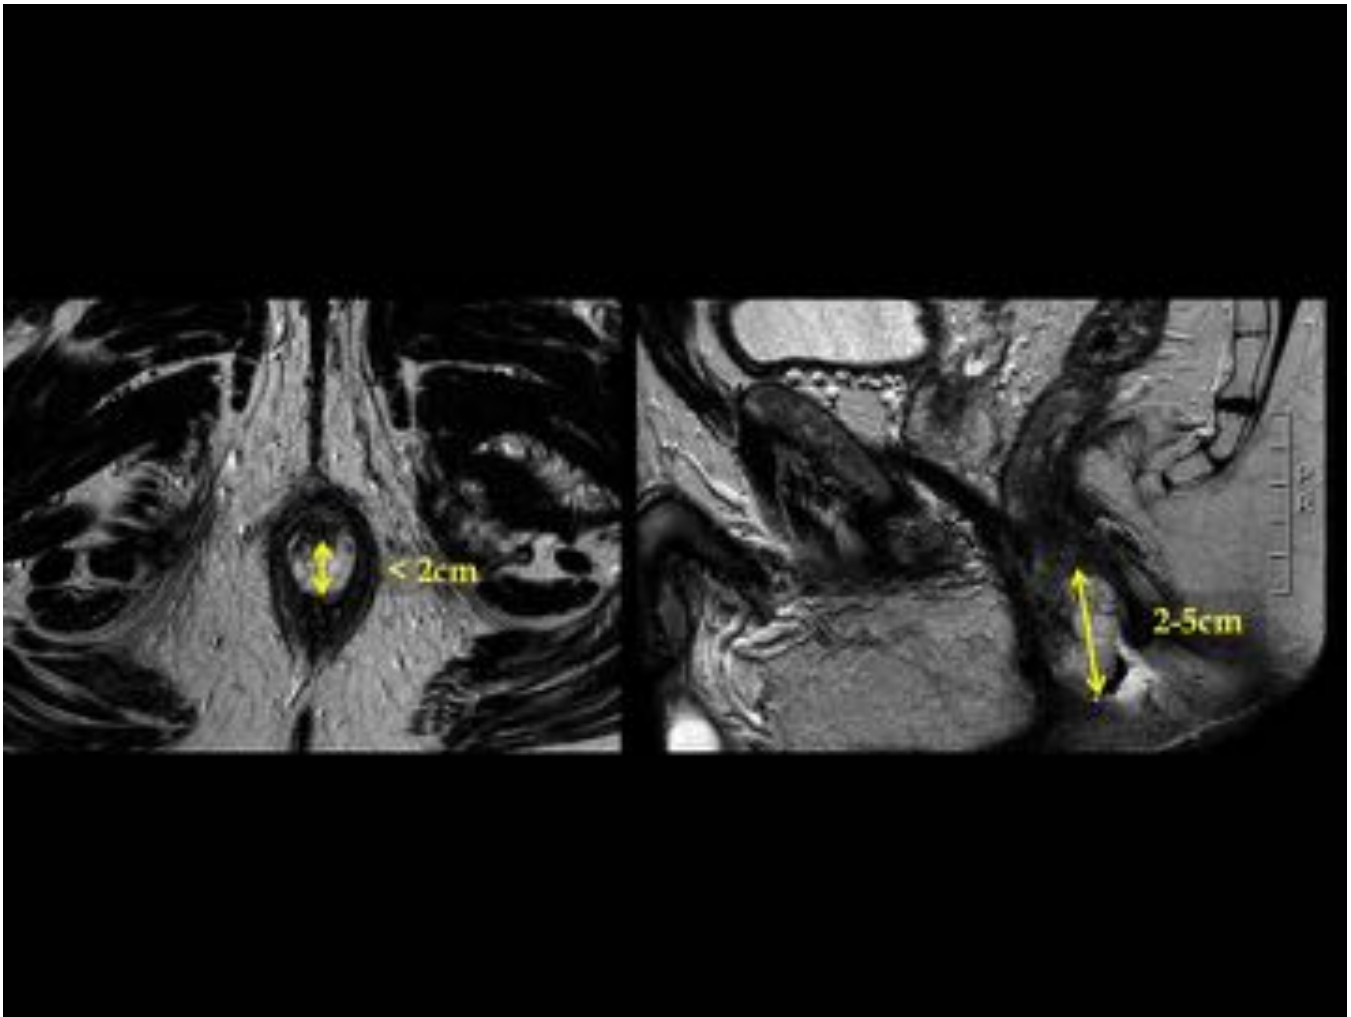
Anatomía radiológica por RM del canal anal. Secuencias T2 coronal y axial. Imagen modificada de la original.
